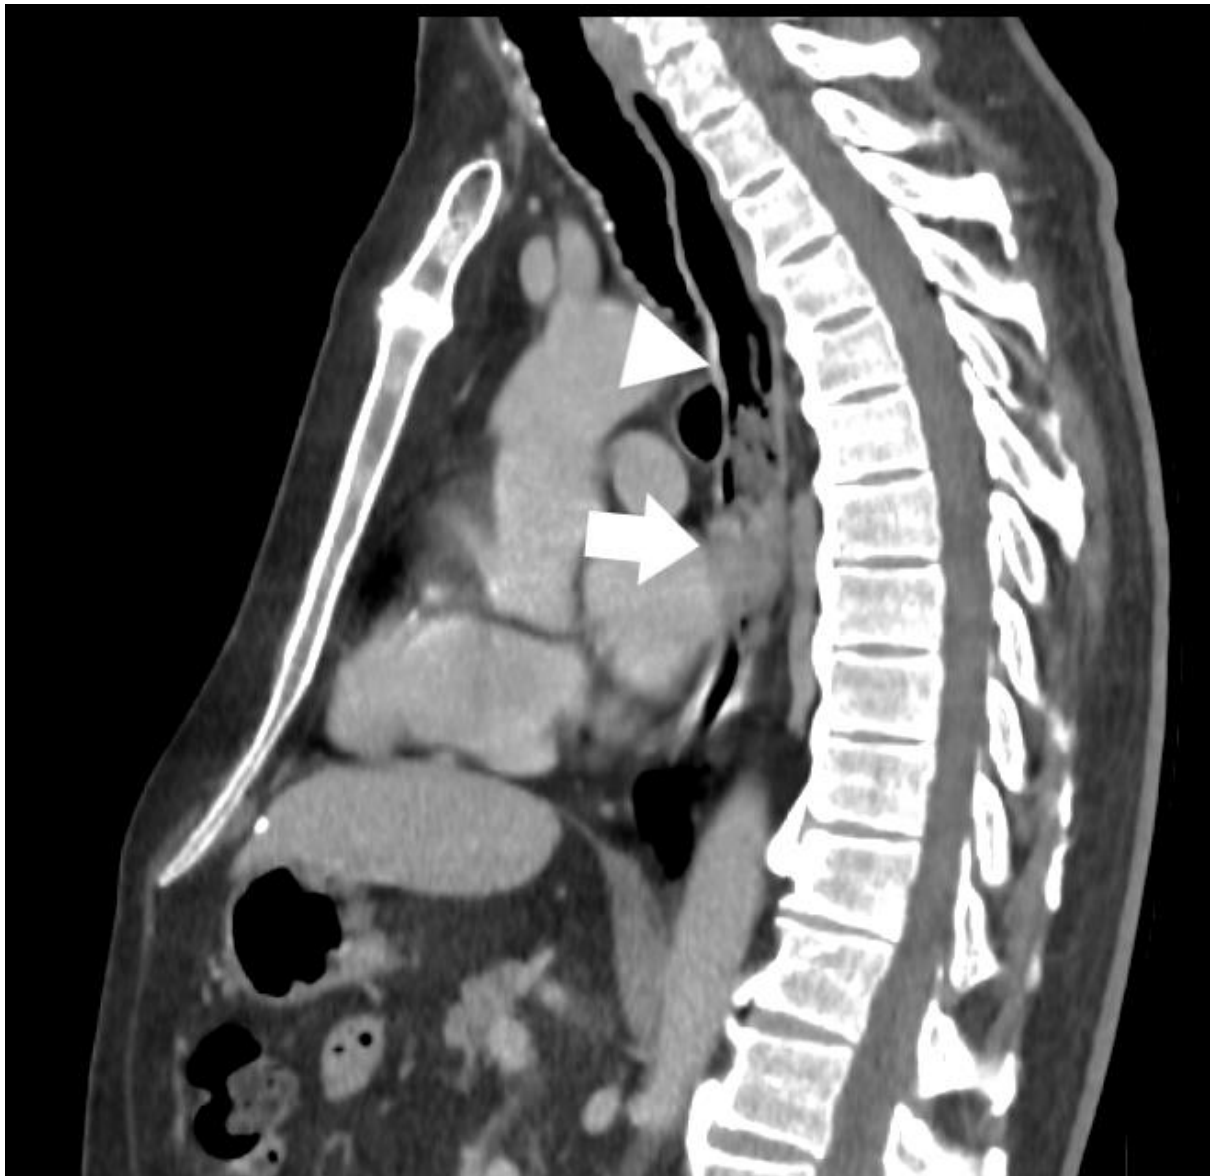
TC de tórax demonstrando estenose esofágica por carcinoma de esôfago (seta), com dilatação do esôfago a montante (cabeça de seta).
